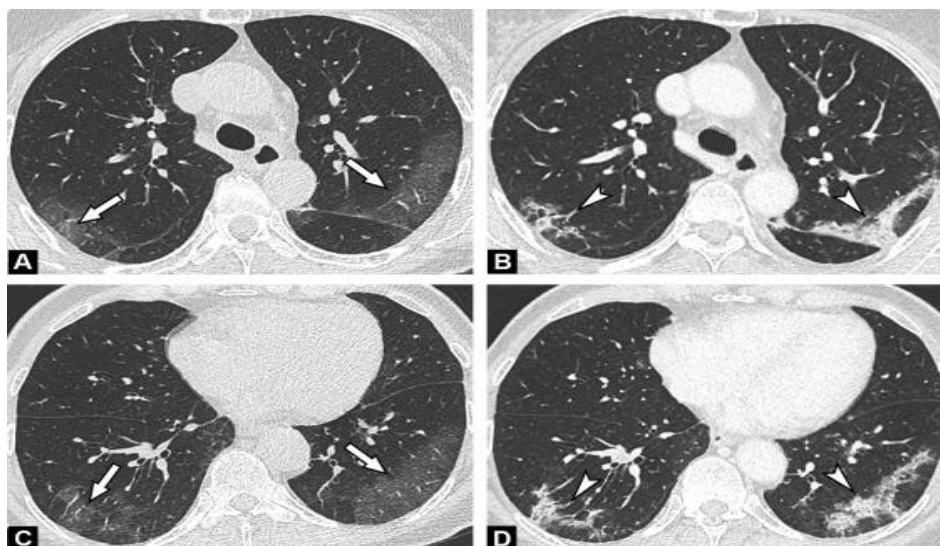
Первоначальные и последующие изображения КТ ОГК у 71-летней женщины с пневмонией COVID-19. КТ, выполненная перед подтверждением ОТ-ПЦР (А, С), показывает двустороннее периферическое матовое стекло в дорсальном сегменте верхней (а) и нижней долей (С) (стрелки).
